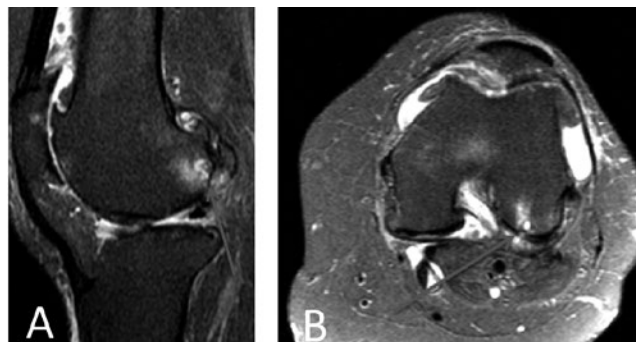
EM A, RESSONÂNCIA MAGNÉTICA DO JOELHO ESQUERDO NA SEQUÊNCIA T2 NO CORTE SAGITAL DEMONSTRANDO CISTO COM EDEMA AO REDOR NA PORÇÃO POSTERIOR DO CÔNDILO FEMORAL LATERAL (SETA AZUL) COM DISCRETO EDEMA DA FABELA. EM B, RESSONÂNCIA MAGNÉTICA DO JOELHO ESQUERDO NA SEQUÊNCIA T2 NO CORTE SAGITAL DEMONSTRANDO CISTO COM EDEMA AO REDOR NA PORÇÃO POSTERIOR DO CÔNDILO FEMORAL LATERAL (SETA AZUL).
